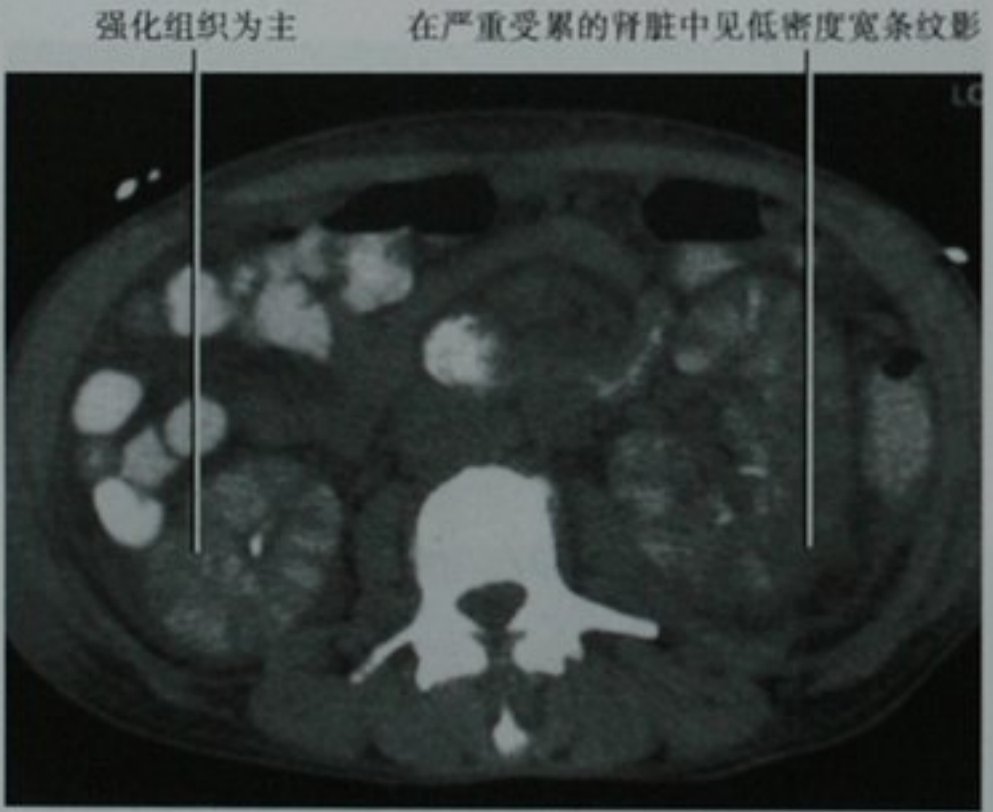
增强 CT 横断位图像显示条纹状肾实质增强,患者患有细菌性心内膜炎、双侧肋腹部疼痛和脓尿。表现与双侧肾盂肾炎一致。注意右肾仅轻度增大,增强的肾实质间隔有低密度细线而显得更明显。左肾体积增大较明显,低密度带较宽,认为是由于间质水肿的压力增高所致
